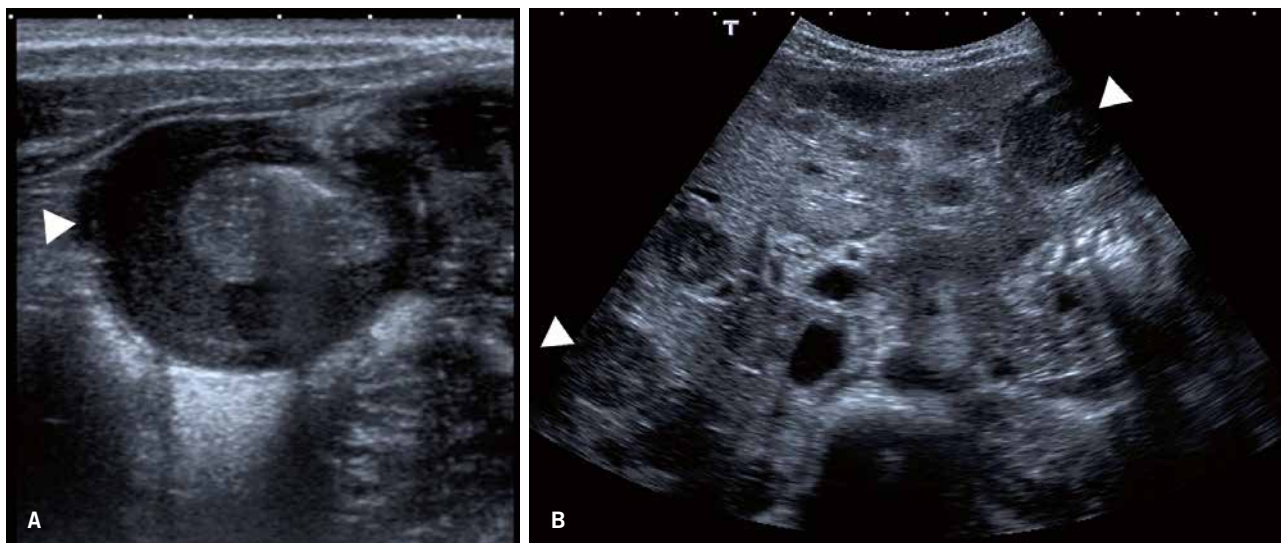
Niño con un linfoma abdominal con afectación del íleon terminal, que se visualiza con paredes engrosadas en la ecografía (A), y con múltiples lesiones focales hepáticas, hipocogénicas (B).
